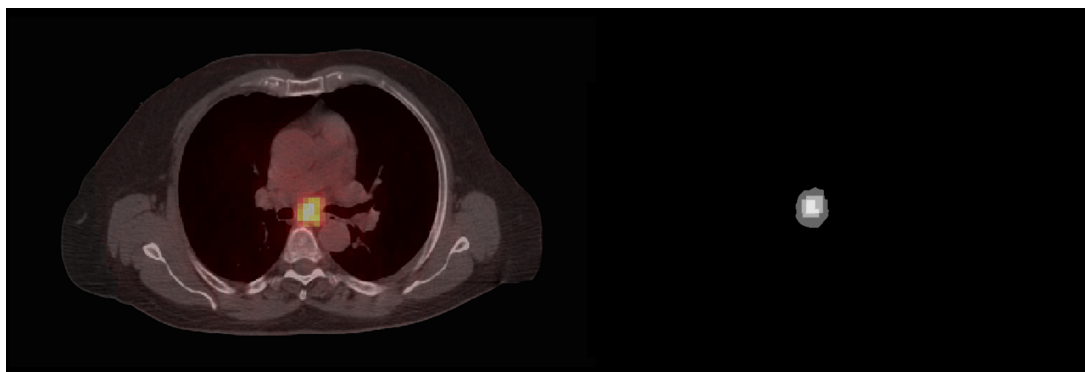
Distribución de FDG input de la simulación. Corresponde a la segmentación por SUV de la imagen PET adquirida en FUESMEN.
